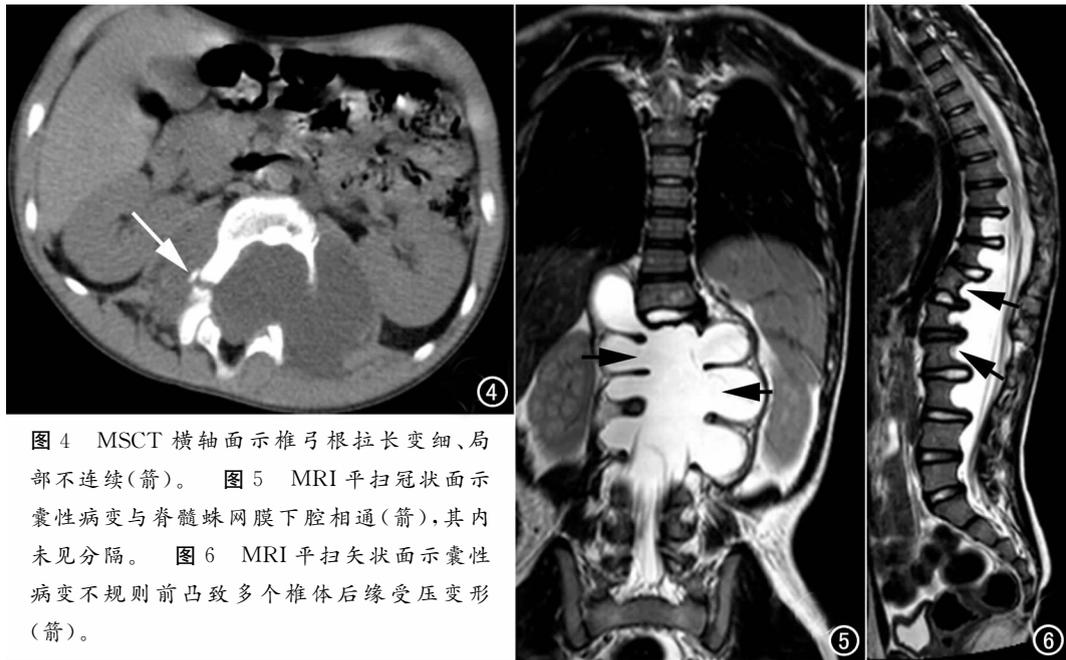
MSCT横轴面示椎弓根拉长变细、局部不连续(箭)。图5 MRI平扫冠状面示囊性病变与脊髓蛛网膜下腔相通(箭),其内未见分隔。图6 MRI平扫矢状面示囊性病变不规则前凸致多个椎体后缘受压变形(箭)。
